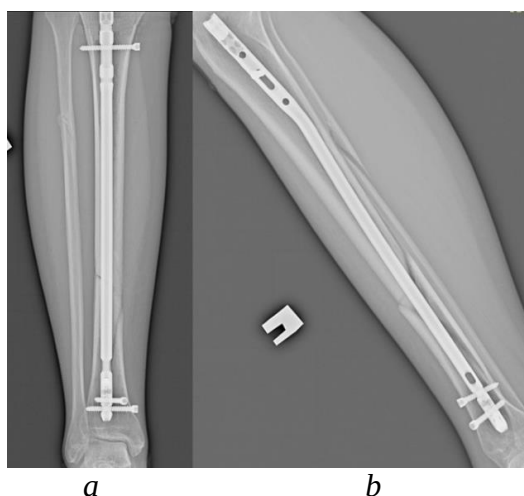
Рентгенограммы правой голени через 3 месяца после оперативного лечения: *a* — прямая проекция; *b* — боковая проекция.
